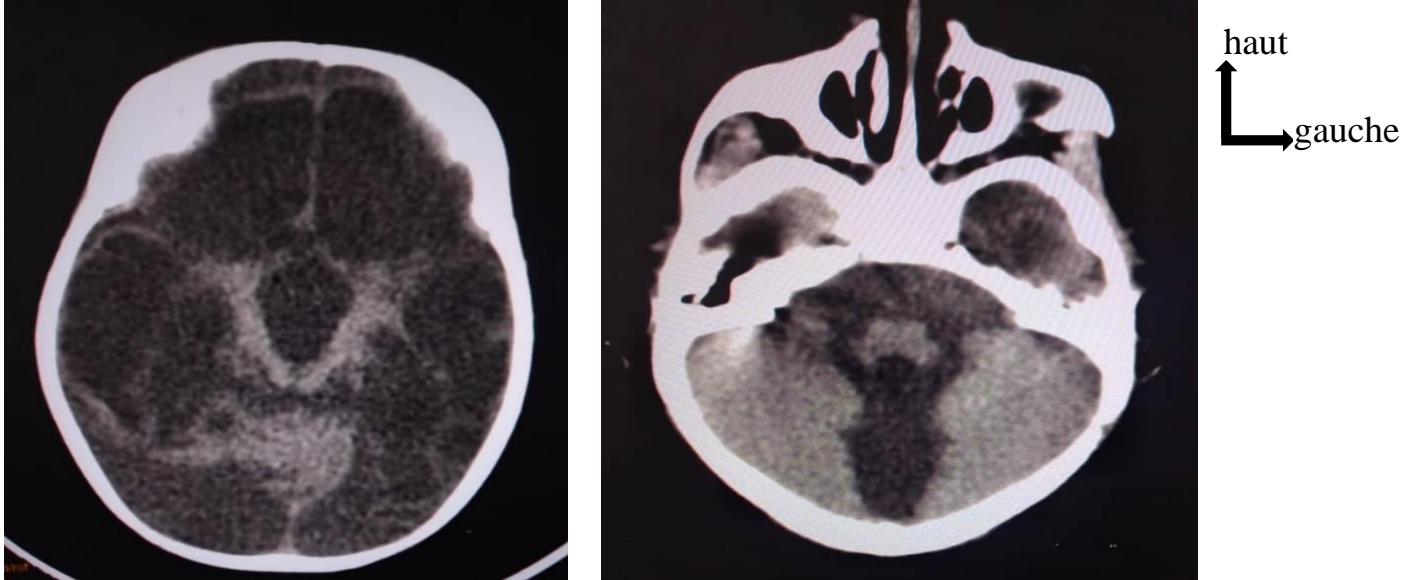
Coupes axiales TDM sans injection de PDC montrant des plages d'hypodensité cortico-sous corticales hémisphériques bilatérales avec cavités poroencéphaliques associées à un important élargissement des sillons, des ventricules latéraux, du V3 et du V4 (encéphalopathie multi kystique avec signe d'hypoxie cérébrale).
